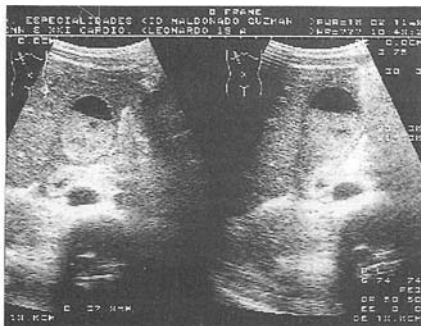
Ultrasonograma CAA. Vesícula biliar con aumento del diámetro transverso, engrosamiento importante de la pared, líquido perivesicular y abundante lodo biliar.
